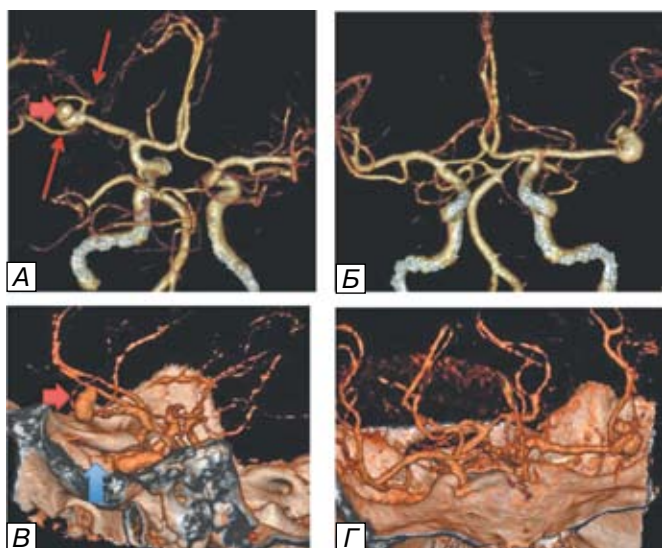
КТ-ангиограммы пациентки О., 66 лет. Мешотчатая аневризма бифуркации левой СМА (короткая красная стрелка). На 3D-реконструкции с субтракцией костных структур (А,Б) видно, что М2-ветви левой СМА отходят от пришеечной части аневризмы (тонкие красные стрелки). 3D-реконструкция с костными структурами (В,Г) показывают взаимоотношение аневризмы с передним наклоненным отростком (короткая синяя стрелка).
